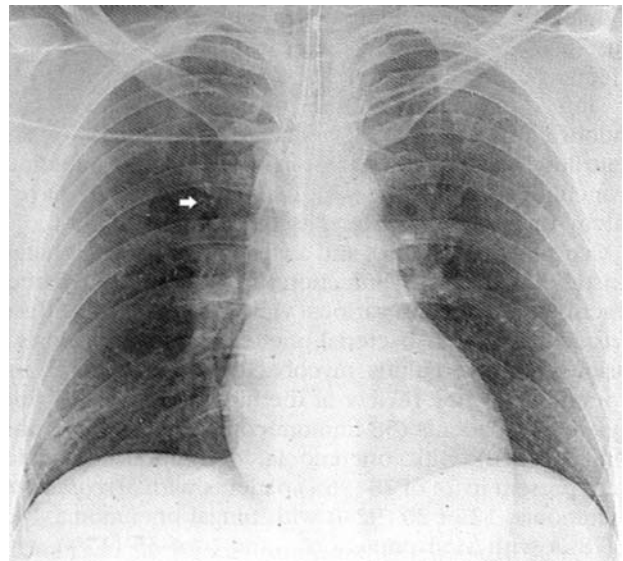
Acute smoke inhalation. Chest radiograph showing bronchial wall thickening (arrow), poorly defined small nodular opacities, mainly in the upper lobes, and prominence of the pulmonary vessels. The patient was a 35 year-old man with acute smoke inhalation from a home fire.
